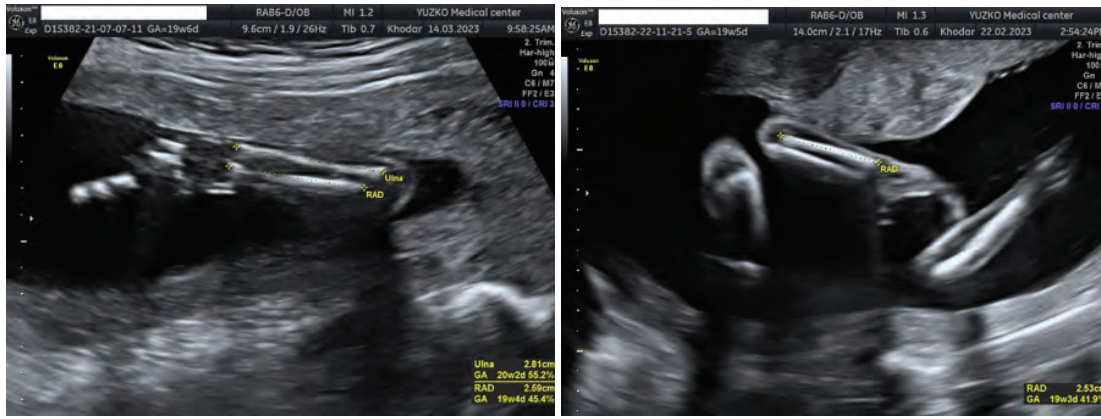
Fetal ulna and radius sonogram at 19 weeks gestation.
